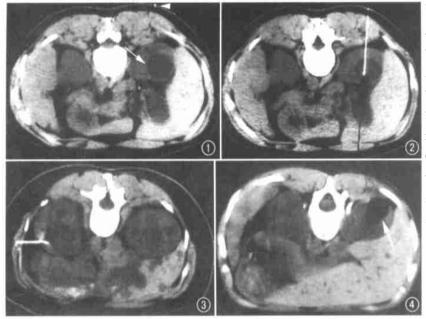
俯卧位,体表标志(箭头)位于囊肿(箭)中心层面,显示从该点垂直进针,进针深 图 2 俯卧位示穿刺针位于囊腔内囊肿底部稍上方。 卧位示囊肿内囊液抽尽,囊腔消失。 低密度(囊肿内保留乙醇的 CT 值为-150 HU 左右)。
